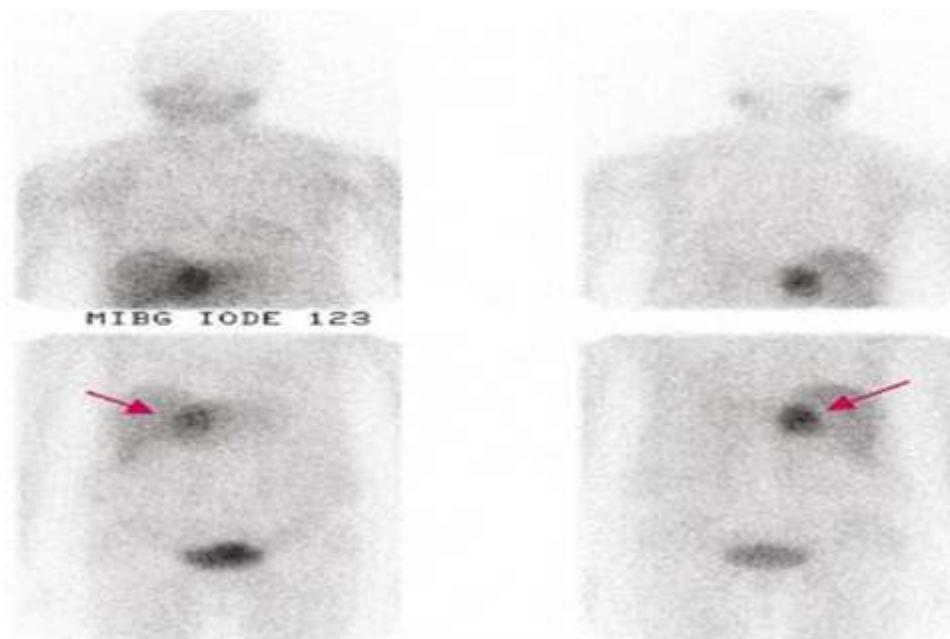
Image de scintigraphie à la MIBG montrant une hyperfixation intense en faveur d'un incidentalome surrénalien.
